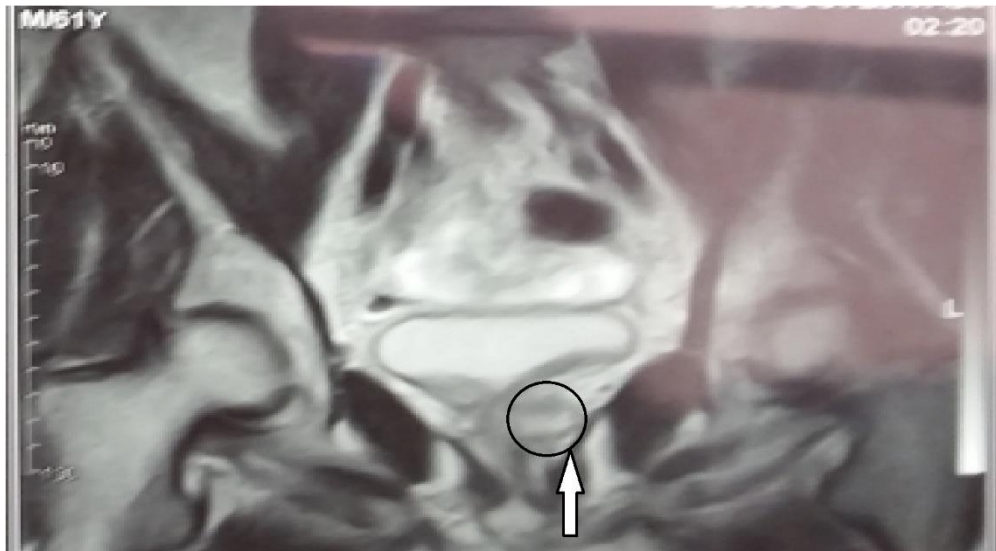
МР томограмма органов малого таза. Т2 взвешенное изображение без в/в усиления.
